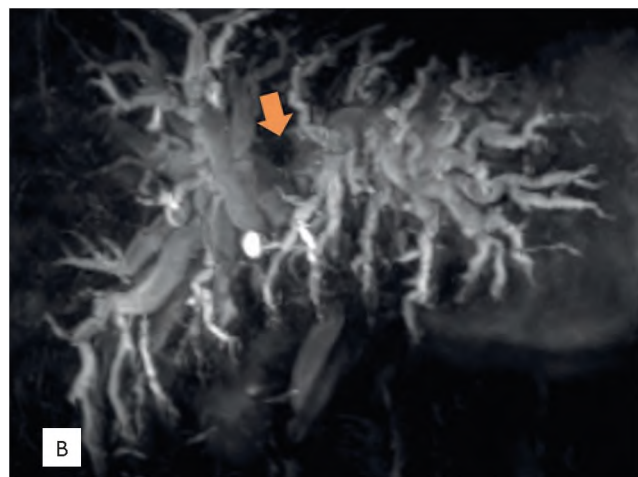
Магнитно-резонансная томография при поступлении. T₂ВИ в аксиальной и коронарной проекции (А, Б), магнитно-резонансная холангиопанкреатография (В). Внутривнутрипросветное образование в области конfluence желчных протоков и блоком желчеотведения (указано стрелками), выраженное расширение внутрипеченочных желчных протоков обеих долей печени
